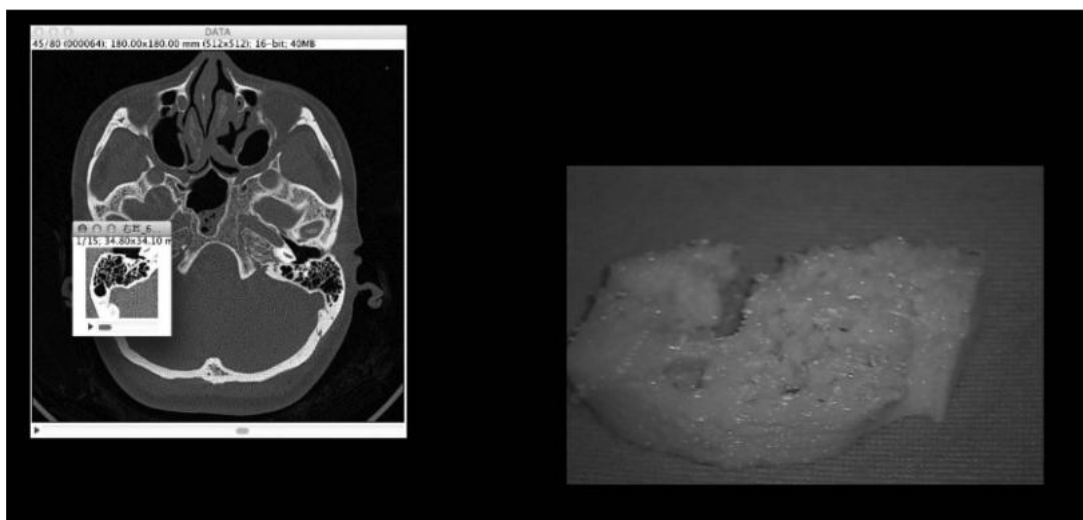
側頭骨 CT の画像選択および 3D 出力
